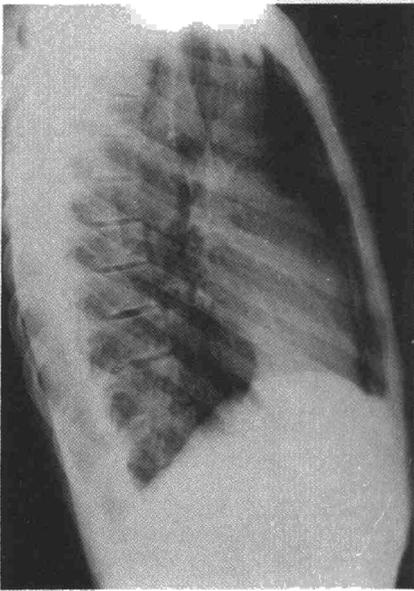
Radiografía lateral izquierda. Es evidente el doble contorno retroesternal indicando la presencia de aire en toda la extensión del mediastino.
